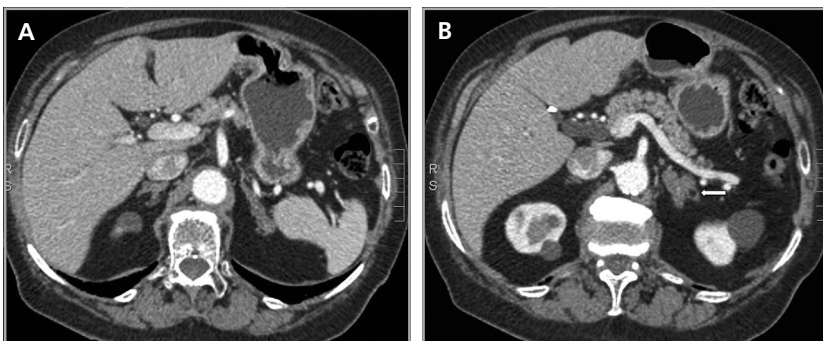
a y b. Cortes axiales de tomografía computada realizados en un paciente anciano, en contexto de sepsis de foco pulmonar. Ambas glándulas suprarrenales se encuentran levemente aumentadas de tamaño y presentan una morfología nodular, hallazgo compatible con hiperplasia. Es visible además en la glándula suprarrenal izquierda (b) un pequeño mielolipoma (flecha).
